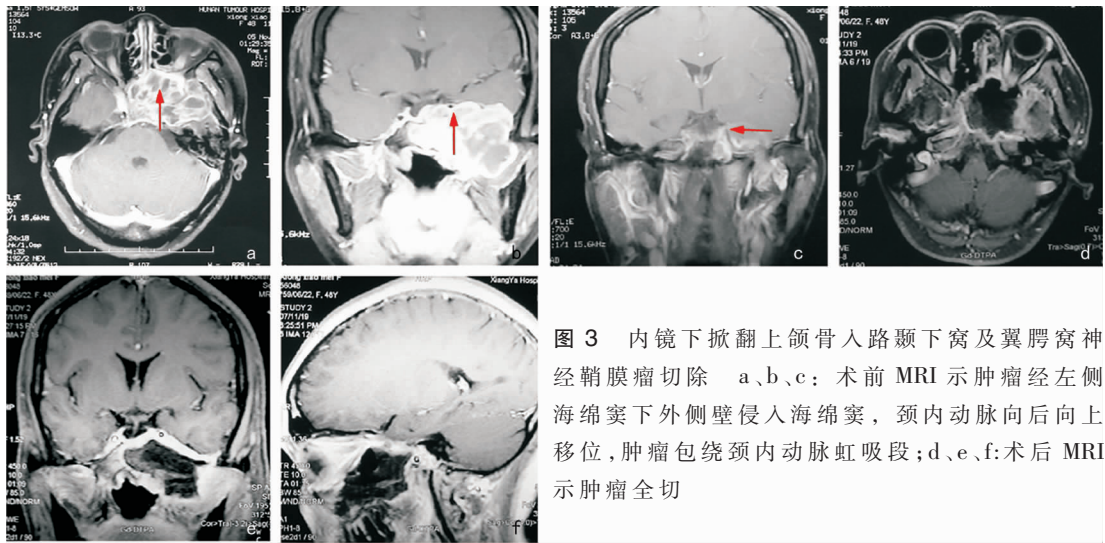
内镜下掀翻上颌骨入路颞下窝及翼腭窝神经鞘膜瘤切除 a、b、c: 术前 MRI 示肿瘤经左侧海绵窦下外侧壁侵入海绵窦,颈内动脉向后向上移位,肿瘤包绕颈内动脉虹吸段;d、e、f:术后 MRI 示肿瘤全切
